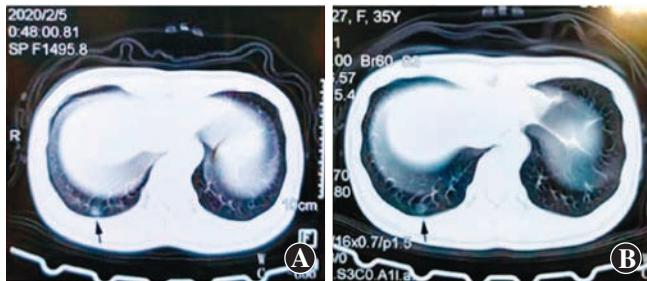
患者 CT 影像 A. 2 月 5 日 CT 影像示右肺下叶胸膜下小的磨玻璃样影(箭头) B. 2 月 11 日 CT 影像显示右肺下叶胸膜下小的磨玻璃样影稍减轻(箭头)
